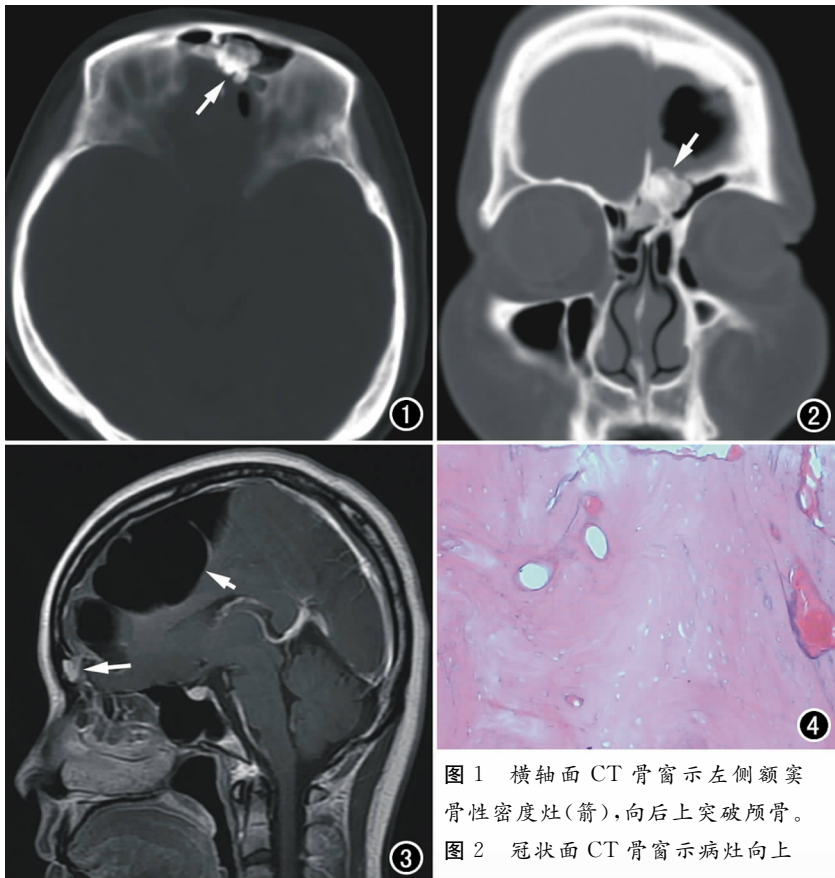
横轴面 CT 骨窗示左侧额窦骨性密度灶(箭), 向后上突破颅骨。
